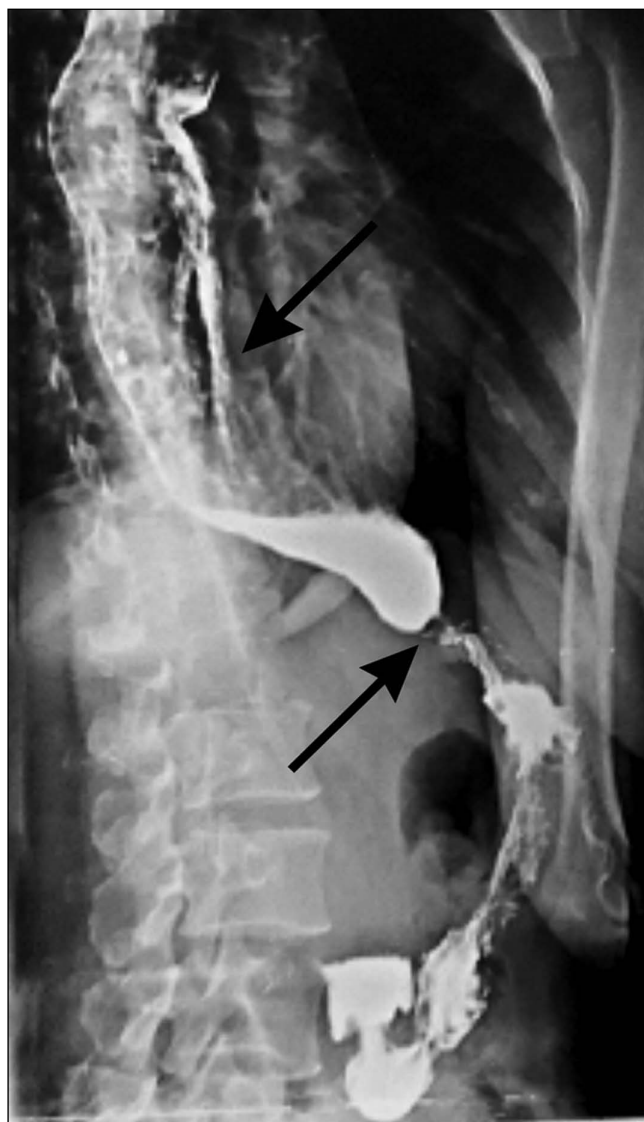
Рентгеноскопия пищевода до операции.
